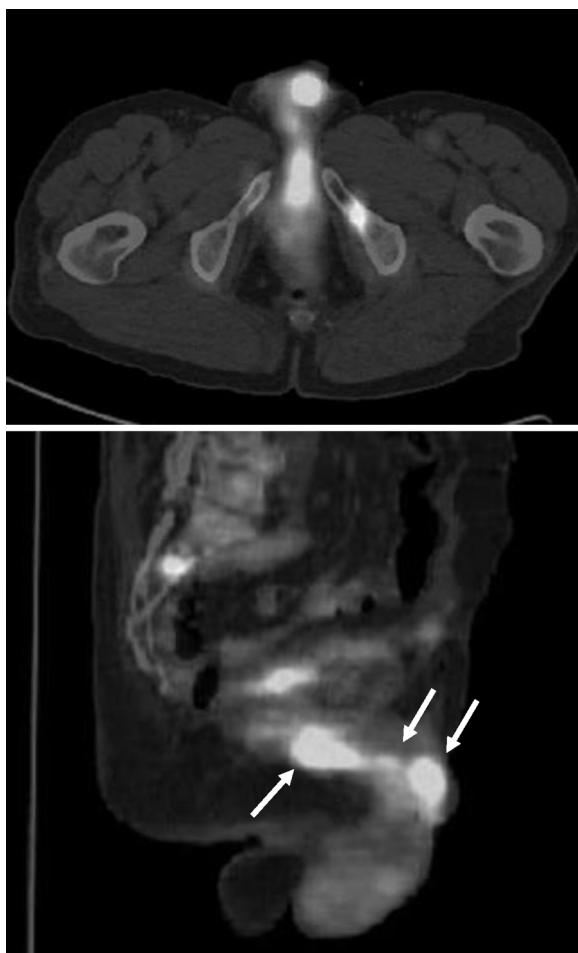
Imagen de ^{18}F -FDG PET/CT. Las imágenes seleccionadas muestran el incremento del metabolismo FDG en las metástasis del pene y el glande (flechas) y en múltiples metástasis óseas.
